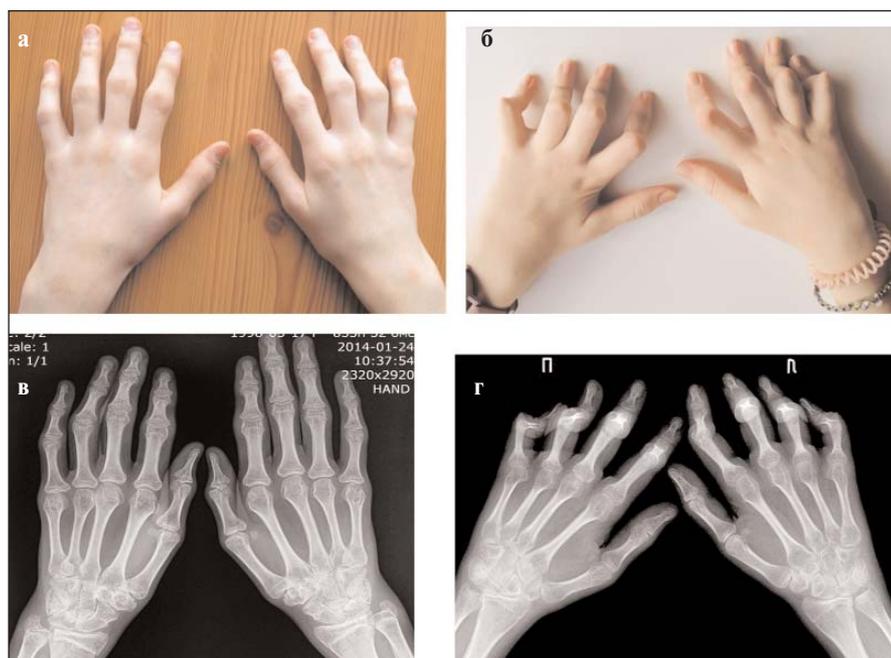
Внешний вид и рентгенограммы кистей пациентки М., 16 лет: ЮРА, серопозитивный по РФ, рентгенологическая стадия III (а, в) и пациентки Н., 14 лет: ЮРА, серопозитивный по РФ и АЦЦП, рентгенологическая стадия IV (б, г). Собственные наблюдения авторов
